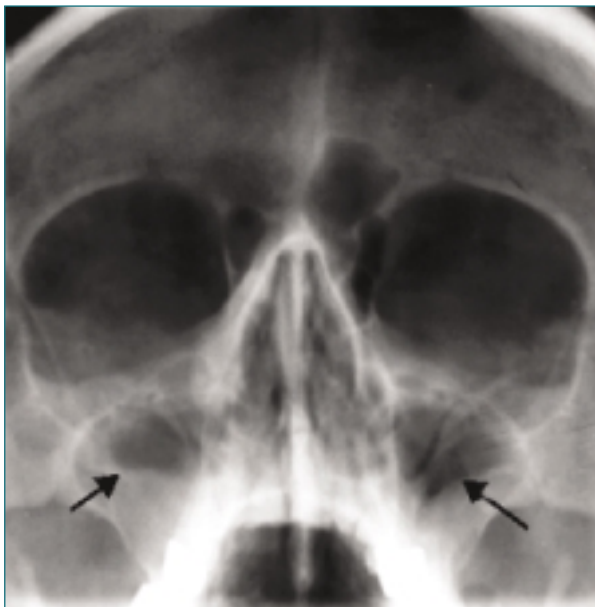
Radiografía de senos paranasales donde se aprecia ocupación de ambos senos maxilares.
